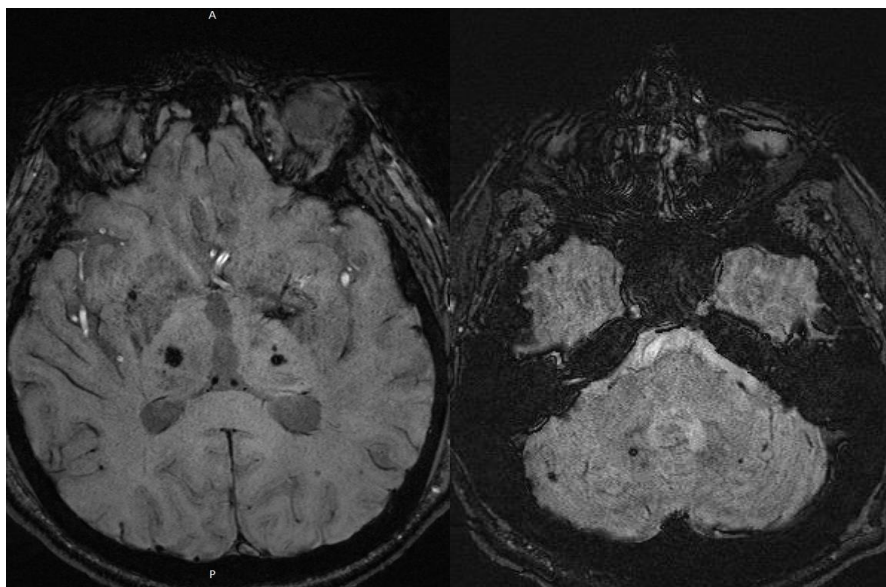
Больной П., 47 лет. МРТ SWI, аксиальная проекция: множественные очаги пониженной интенсивности МР-сигнала (микрорровоизлияния) на уровне подкорковых структур и полушарий мозжечка.
